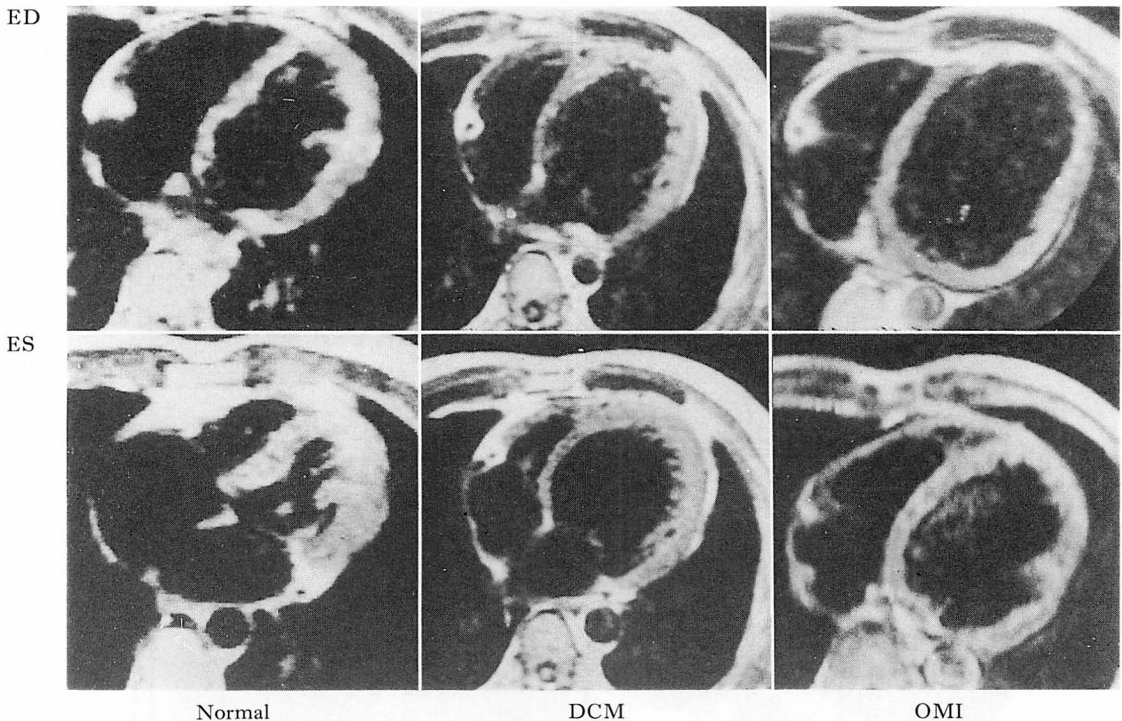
Transverse MR images of the left ventricle in a normal subject and in patients with DCM and OMI.
